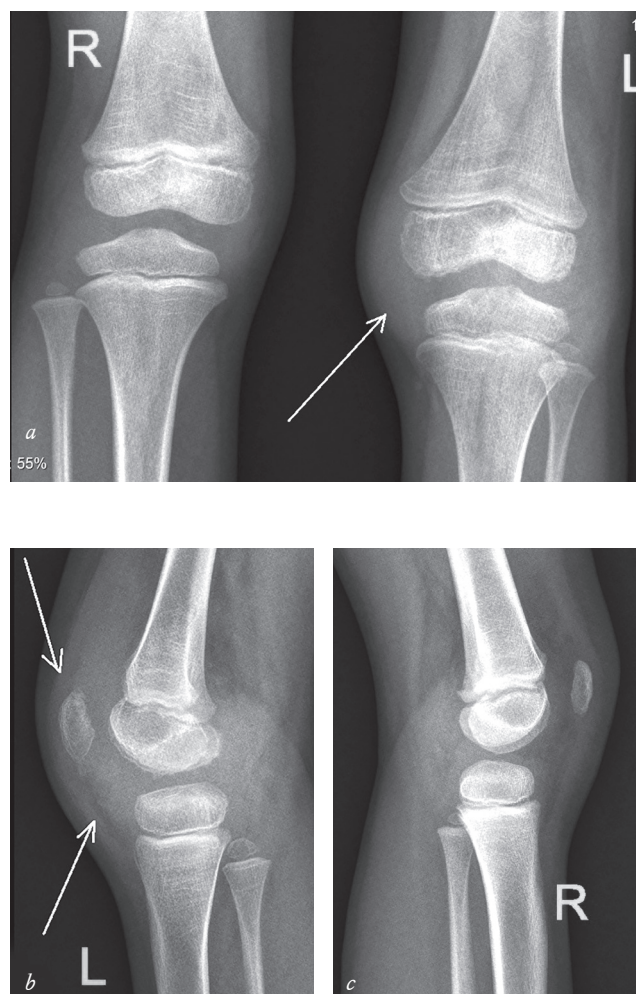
Рентгеновские изменения первой стадии ювенильного артрита у ребенка с дебютом заболевания в раннем детском возрасте: *a* – увеличение размеров смежных эпиметафизарных отделов левой бедренной и большеберцовой костей за счет ускоренной оссификации, уплотнение контуров фиброзной капсулы левого коленного сустава; *b, c* – асимметрия оссификации надколенников $S > D$
